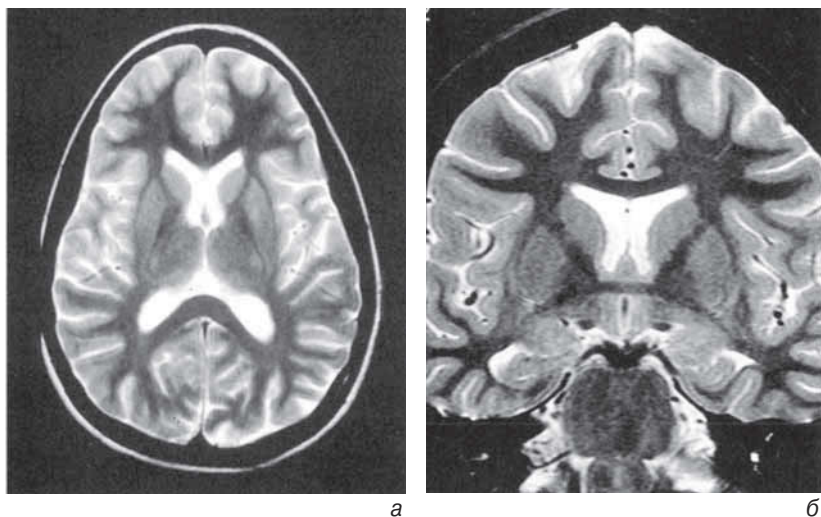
МРТ головного мозга в норме. а — аксиальный срез; б — корональный срез
